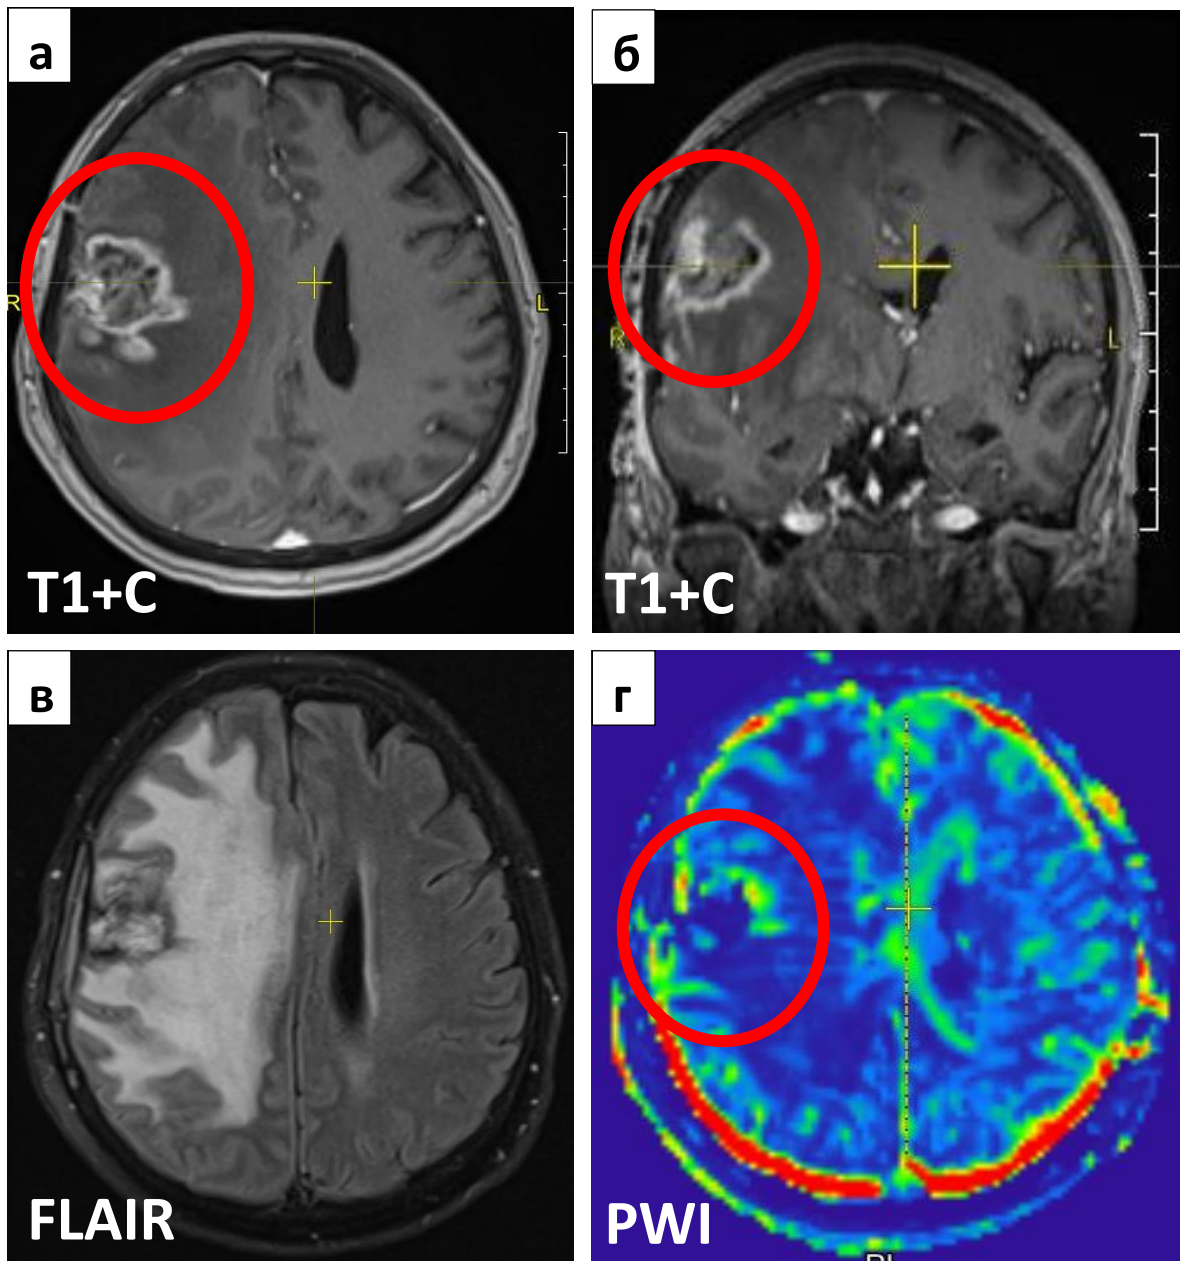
Этот же пациент через 3 месяца после КИ№1 с признаками продолженного роста глиобластомы в зоне первичной опухоли. Состояние ухудшилось. На МРТ отмечался резкий отёк и компрессия бокового желудочка справа (в). На изображениях в режимах T1 с Gd (а,б) отмечалось появление очагов интенсивного накопления в области послеоперационной кисты, гиперперфузионные участки в краевой зоне в ПВИ (г).
